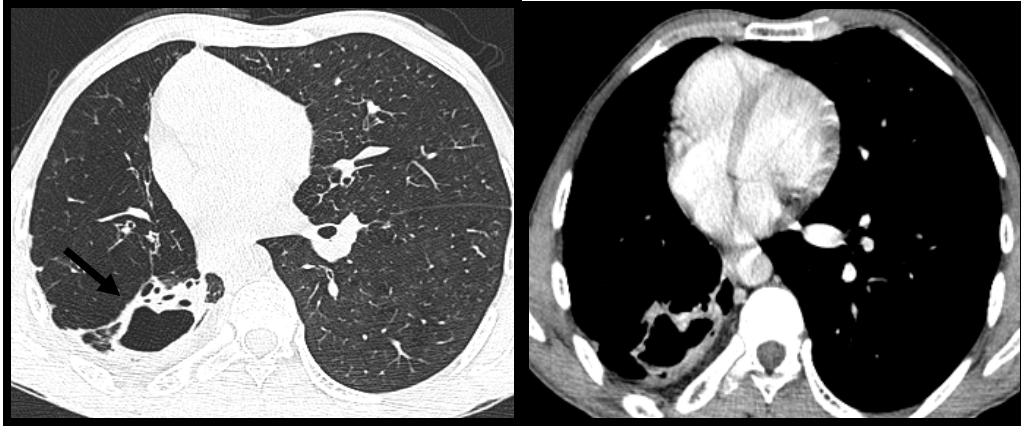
(cas N°2) : TDM thoracique, coupes axiales, fenêtre parenchymateuse et médiastinale
